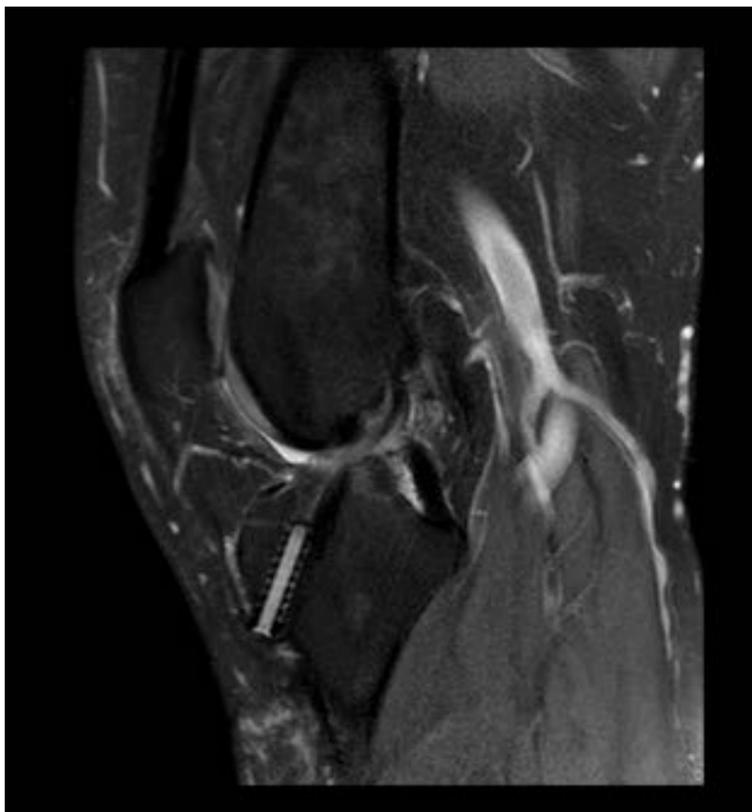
Paciente con clínica de inestabilidad. En RM se observa aumento de intensidad de señal de la región central de la plastia en relación con rotura de la misma.
